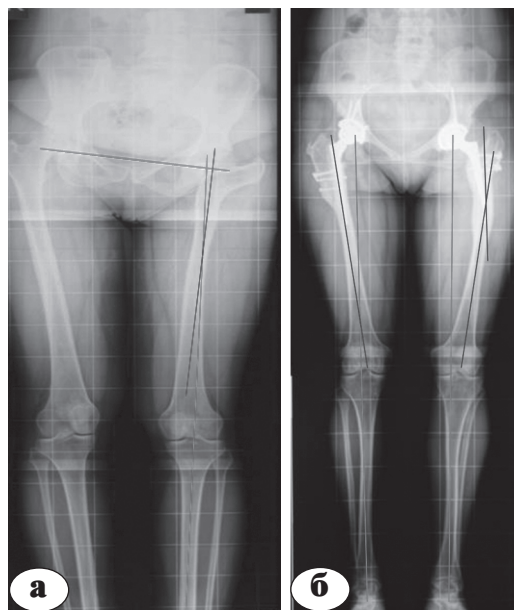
Телерентгенограммы с измерением осей конечностей до операции (а) и длины конечностей после операции (б)
